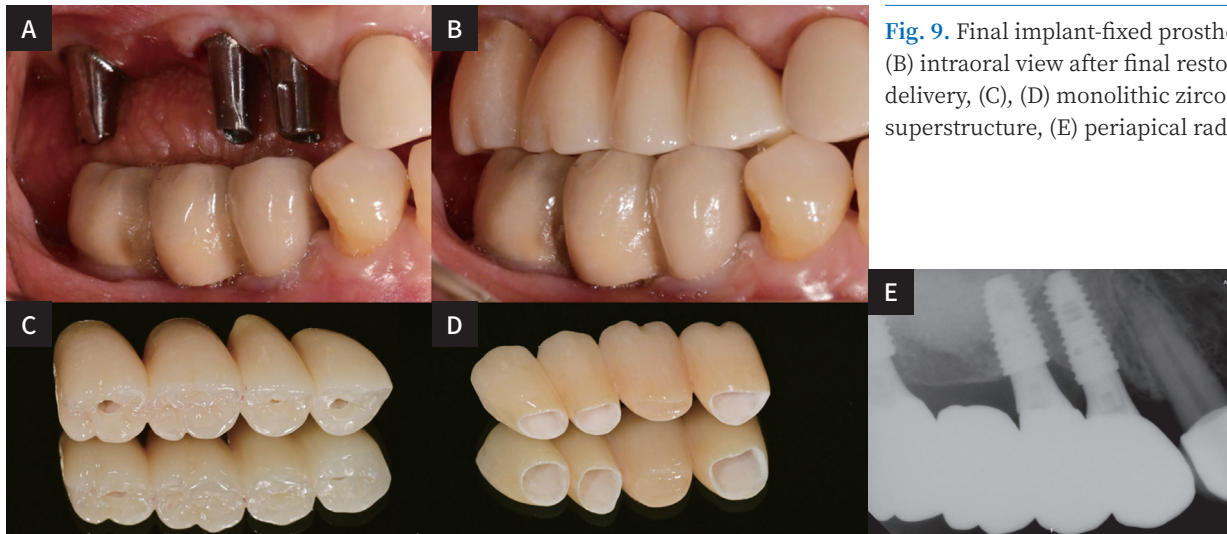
Final implant-fixed prostheses: (A), (B) intraoral view after final restoration delivery, (C), (D) monolithic zirconia superstructure, (E) periapical radiograph.
